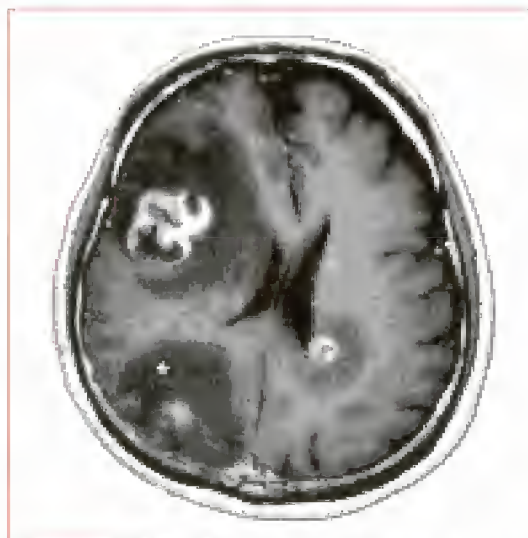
IRM cérébrale montrant trois localisations cérébrales avec œdème périlésionnel (étoile) secondaires d'un cancer pulmonaire non à petites cellules
